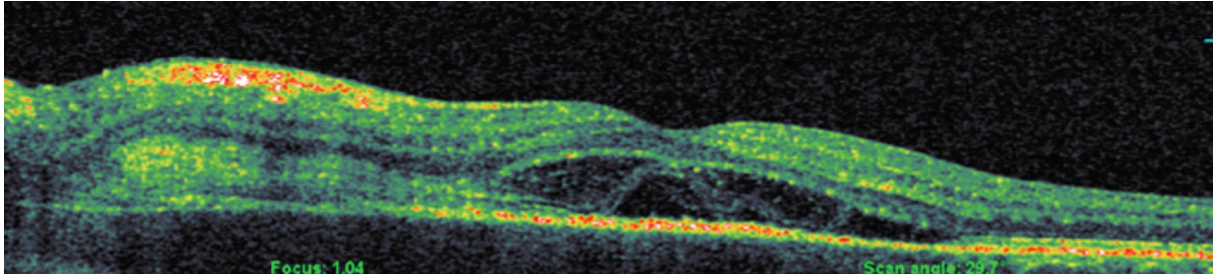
Olgu 1’de sağ gözde subfoveal hiperreflektif bir lezyon ile intraretinal sıvıyı (A, ok) ve sol gözde evre 4 maküla deliğini (B) gösteren optik koherens tomografi görüntüleri
